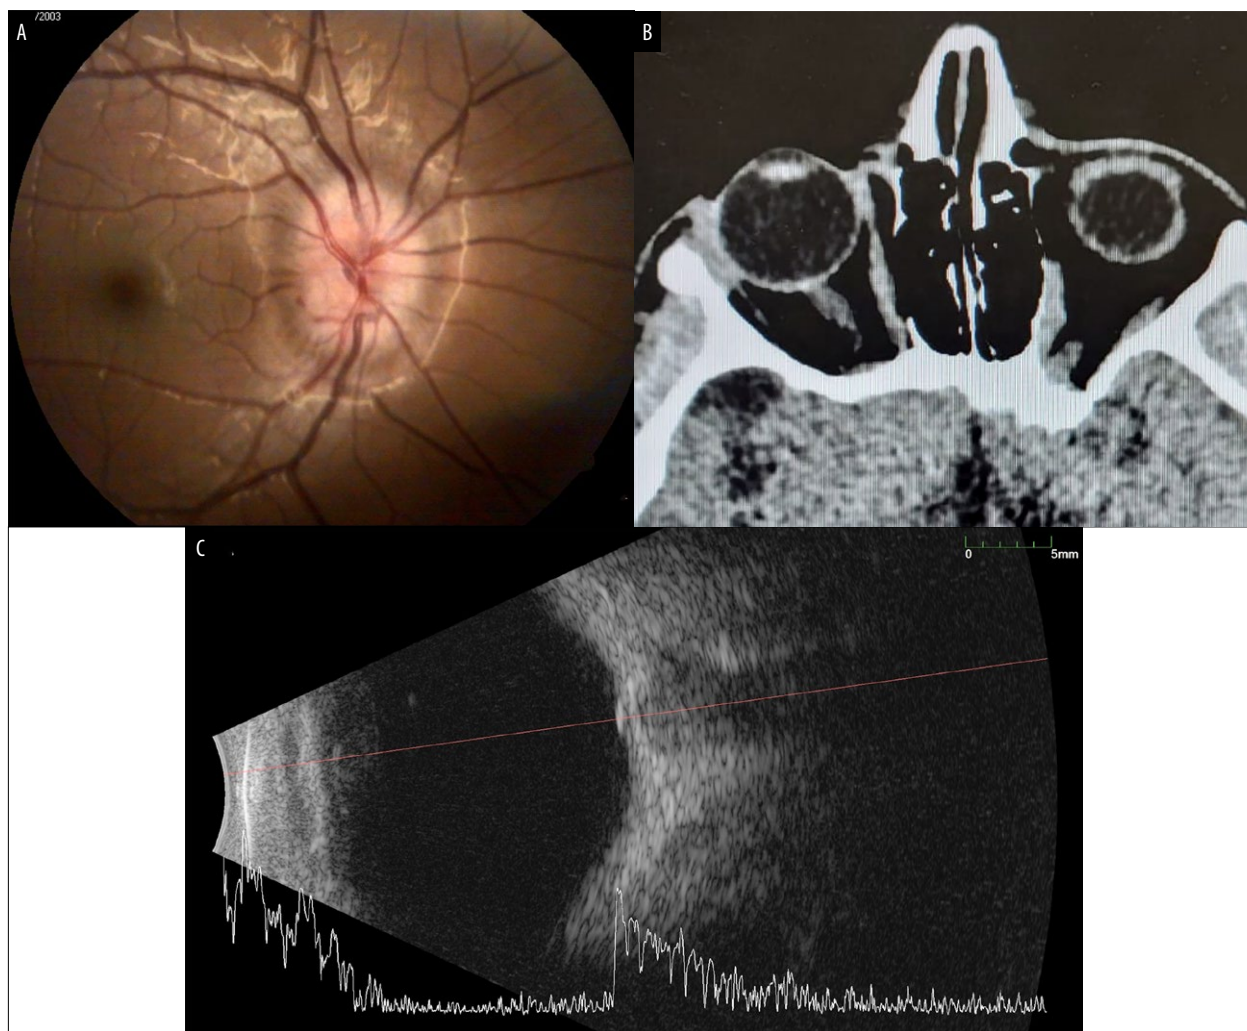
A) Retinografía que muestra la sobre elevación y lobulado de drusas de papila. B) Imagen de densidad ósea a nivel del nervio óptico derecho compatible con drusas de papila. C) Ecografía con imagen de alta reflectividad en el nervio óptico (drusa).
